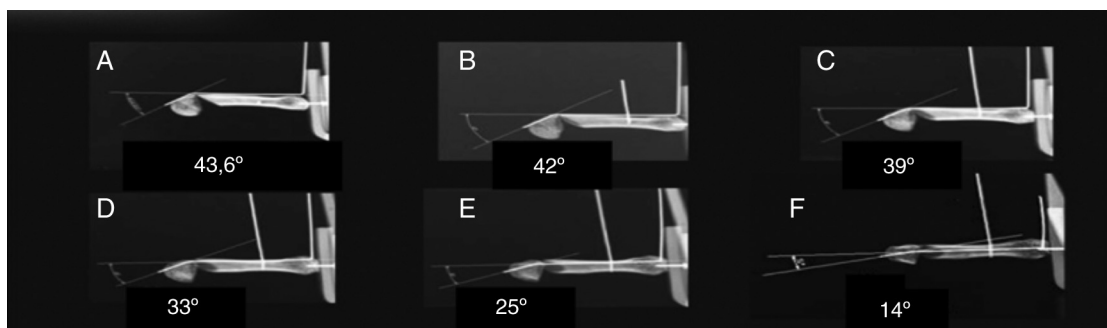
Ângulos aferidos nas radiografias oblíquas do quinto metacarpo com 45° de desvio em flexão do fragmento distal. A, incidência lateral; B, 15° de rotação axial; C, 30° de rotação axial; D, 45° de rotação axial; E, 60° de rotação axial; F, 75° de rotação axial.
